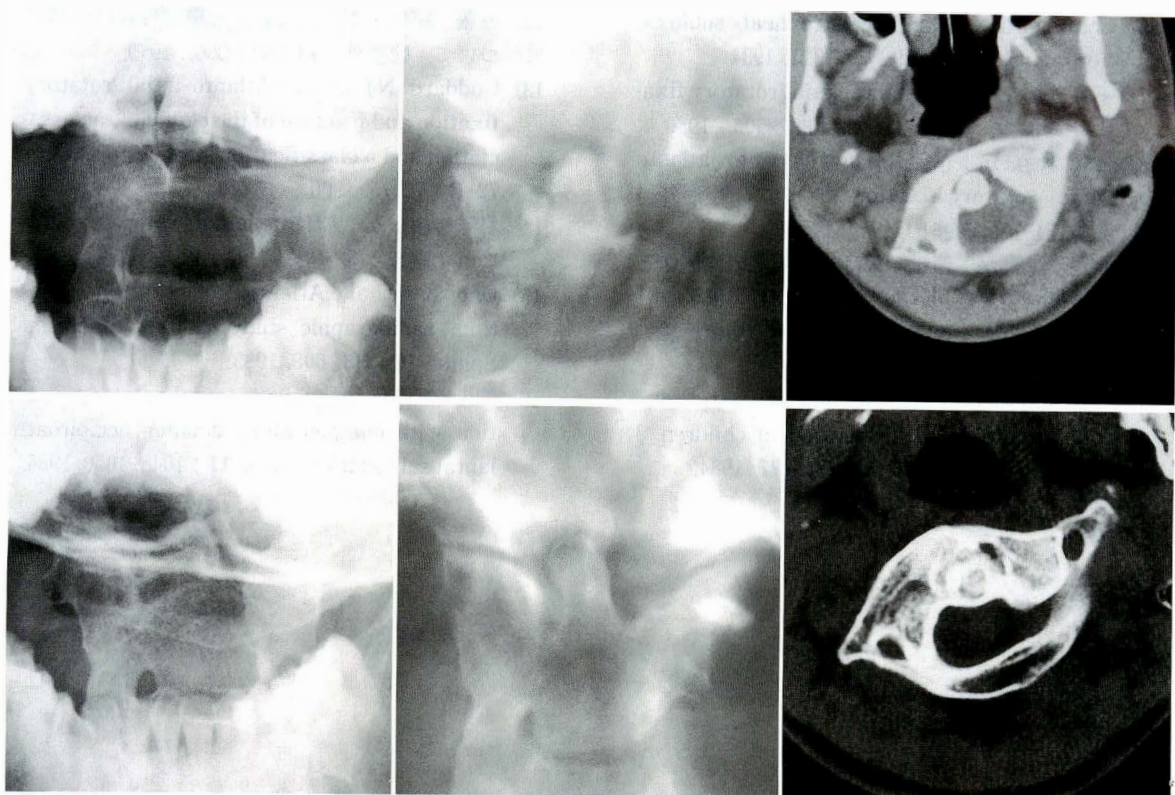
症例 2 (放置例) の単純 X 線像, 断層像および CT 像
